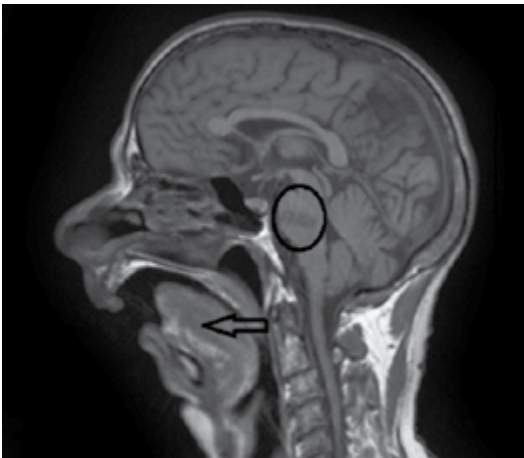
Ressonância magnética mostrando infarto da ponte (circulo) e micrognatia acentuada(seta). Amalnath SD, Babu V. Hajdu-Cheney syndrome-a rare cause of micrognathia. Indian J Med Res. 2016;143:663-4.
